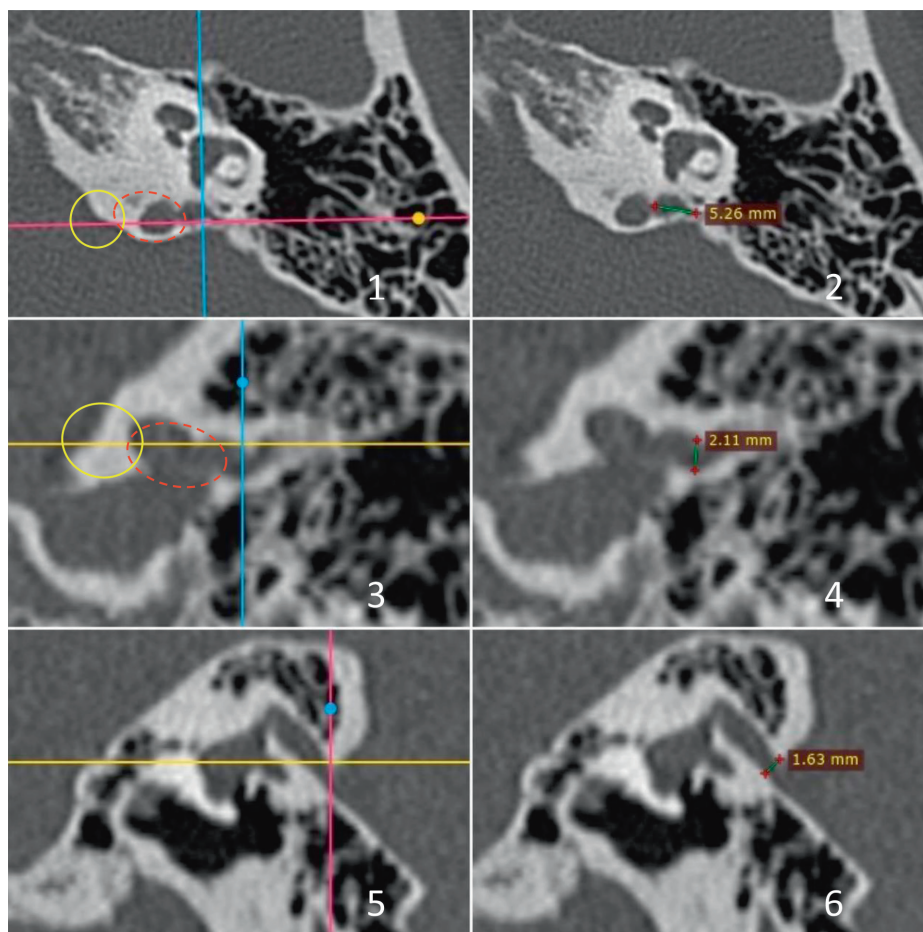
МСКТ левой височной кости. На изобр. 1, 2 представлена аксиальная проекция, на изобр. 3, 4 — фронтальная проекция, на изобр. 5, 6 — сагиттальная проекция. На изобр. 1, 3, 5 в точках пересечения прямых линий находится расширенный водопровод преддверия. На изобр. 2, 4, 6 отмечены размеры водопровода преддверия, полученные при измерении на одном уровне в трех взаимно перпендикулярных проекциях. На изобр. 1, 3 определяется дегисценция костной стенки, разделяющей луковицу внутренней яремной вены (отмечена желтой окружностью) и водопровод преддверия (отмечен красной пунктирной окружностью)
